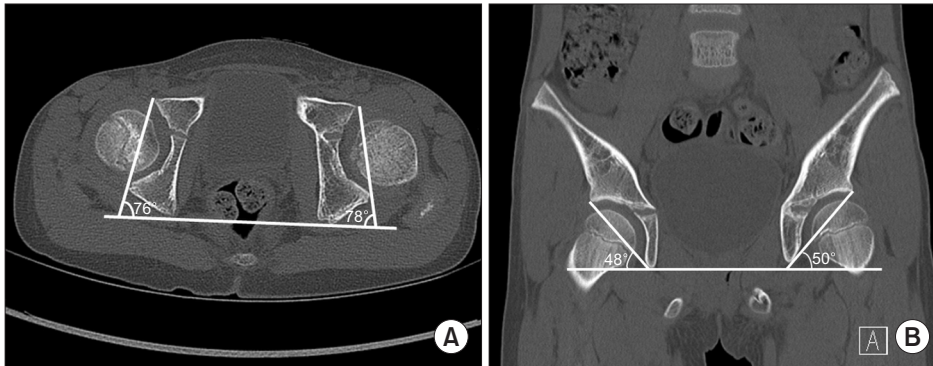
(A) At the final follow-up computed tomography (CT) axial view, right/left anteversion was measured as 14/12 degree. (B) At the final follow-up CT coronal view, right/left inclination was measured as 48/50 degree.
